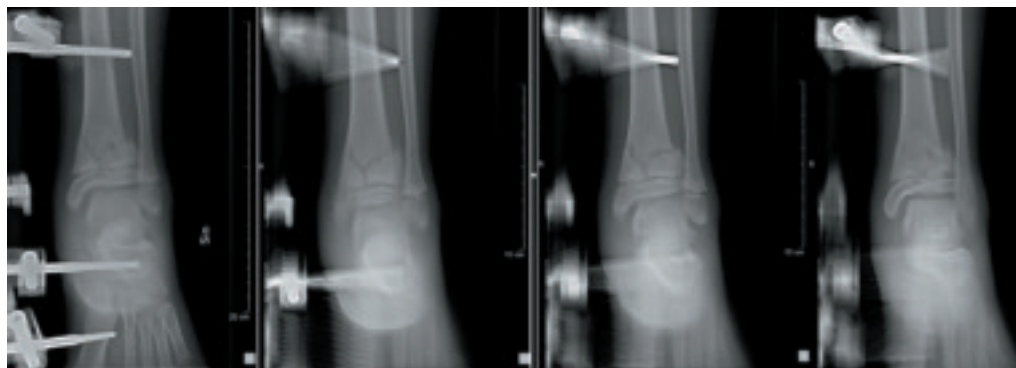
9-årig pojke med externfixerad epifyseolysfraktur i fotleden. Frontalbild, samt tre frontala tomosyntessnitt. Tomosyntes kan framställa frakturlinjer och felställningar tydligt nog – datortomografi behövs ej.
